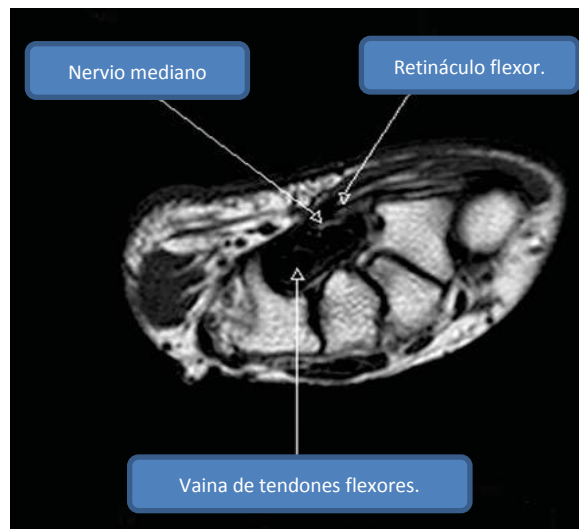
resonancia magnética. ³⁵
